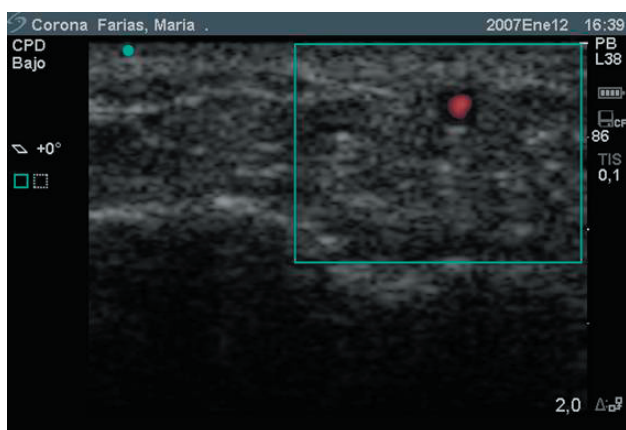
Ecografía de muñeca izquierda con señal Doppler positiva persistente, siete días después de infiltración con corticosteroides.
